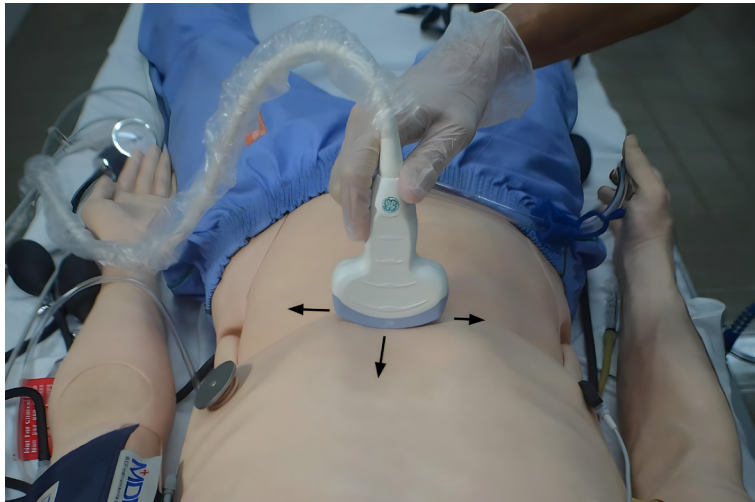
Movimentos do transdutor durante a realização de um exame de ultrassonografia
